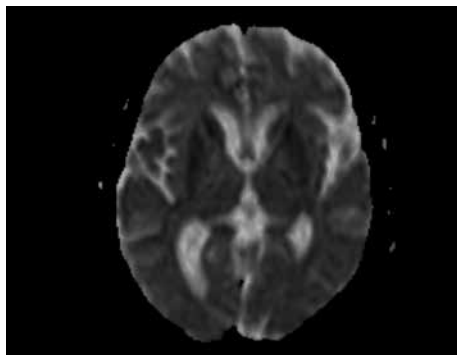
Hiperintenzivne spremembe v sklopu encefalitisa HSV, vidne na FLAIR.
